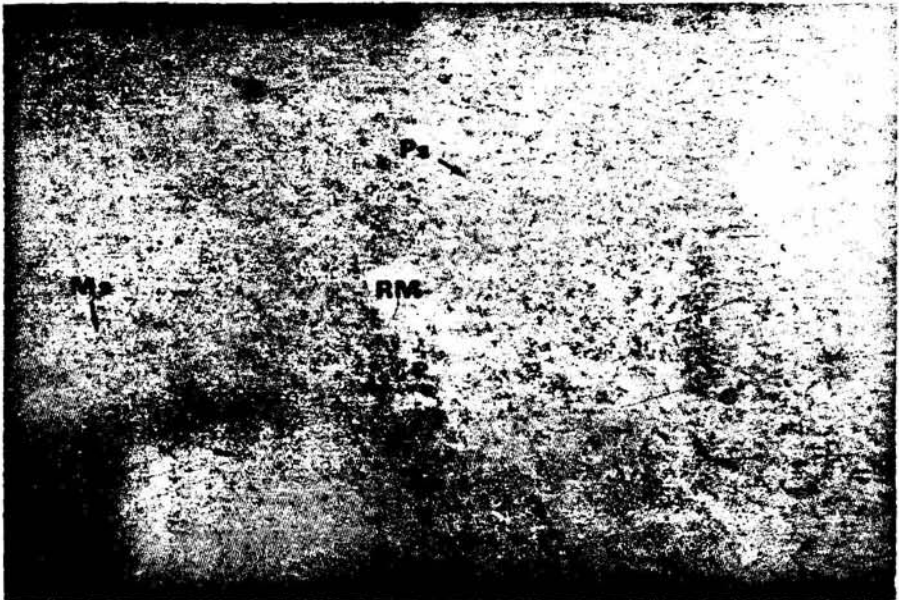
Grupo control a los 24 días. Respuesta inflamatoria notable. En la región media (RM) del coágulo se distinguen PMNs (Ps) con cariorresis, numerosos mononucleares (Ms) en la periferia del coágulo (PC) con la misma estructura nuclear. H&, X 63.
